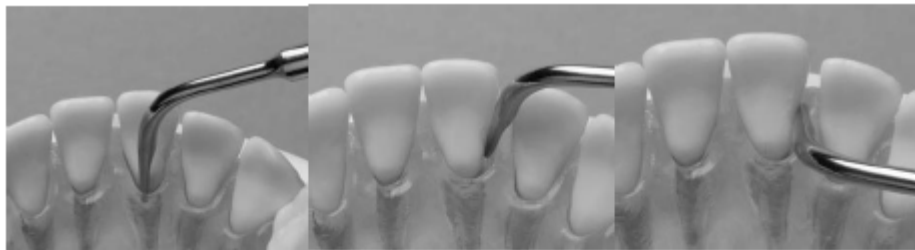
Adaptación correcta del Ultrasonido en el sector anterior.
